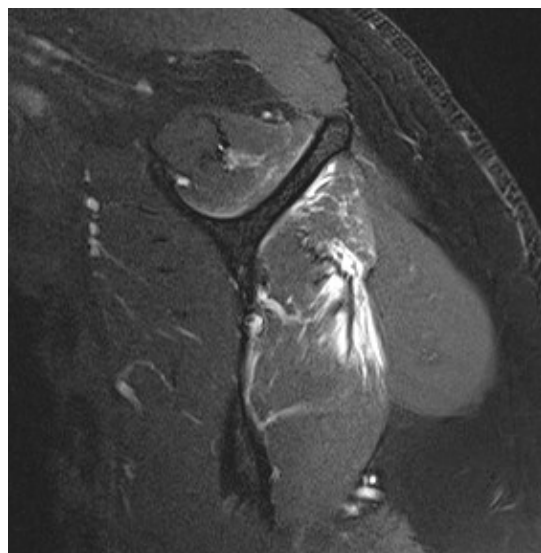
RMN com infiltração gorda grau II do infraespinhoso
